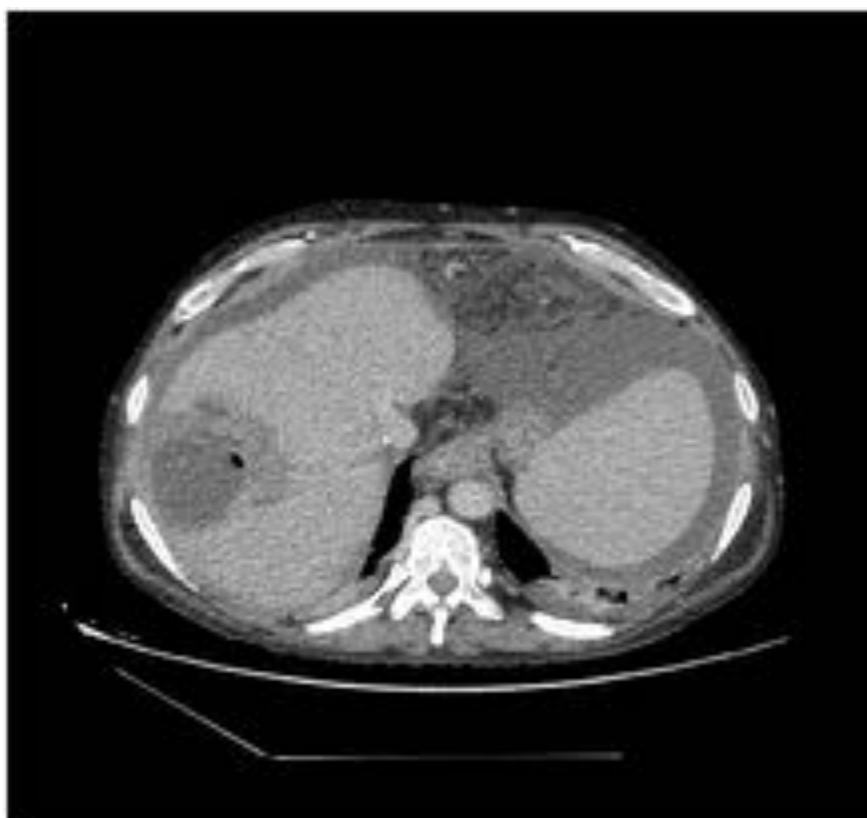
Imagen de TC en fase portal de injerto hepático que muestra lesión hipodensa con morfología de cuña que presenta centro más hipodenso, presenta contenido aéreo sin claro realce periférico, siendo compatible con necrosis isquémica abscesificada.
